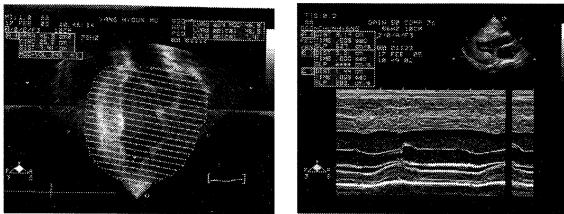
A. The patient's echocardiogram before GAA injection.
